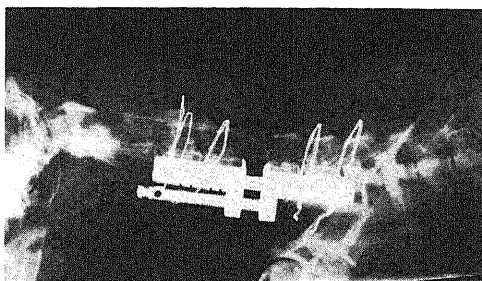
Radiographs of the cervical vertebrae with the distraction device and a photograph of the distraction device. Upper, C4-5 distraction; middle, C6-7 distraction; lower, a photograph of the distraction device.
